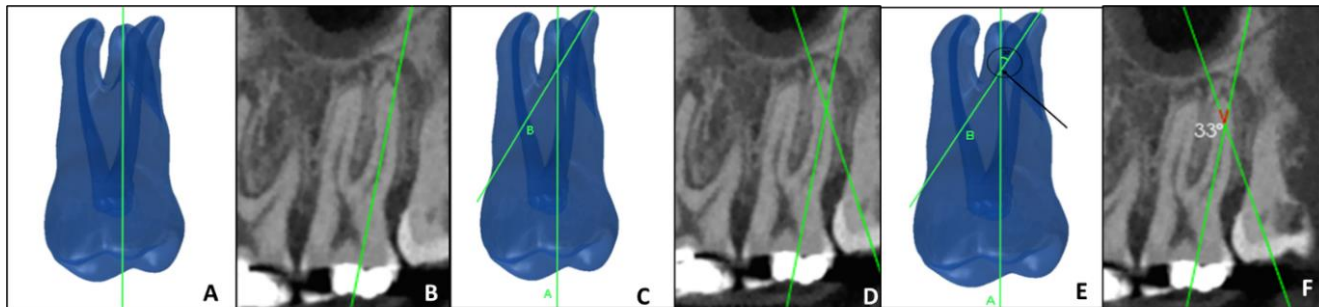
Secuencia para la adquisición del ángulo de la curvatura radicular según Schneider en CBCT. Inicialmente se traza una primera línea A recta desde coronal hasta apical con respecto al eje dental (A, B). Posteriormente, una segunda línea B se pasa por el ápice hasta intersectarse con la primera línea en el punto donde comienza la curvatura siguiendo la inclinación radicular (C, D). Bajo la herramienta medición modo ángulo se traza la convergencia de dichas líneas y se obtiene el valor en grados (E, F).
